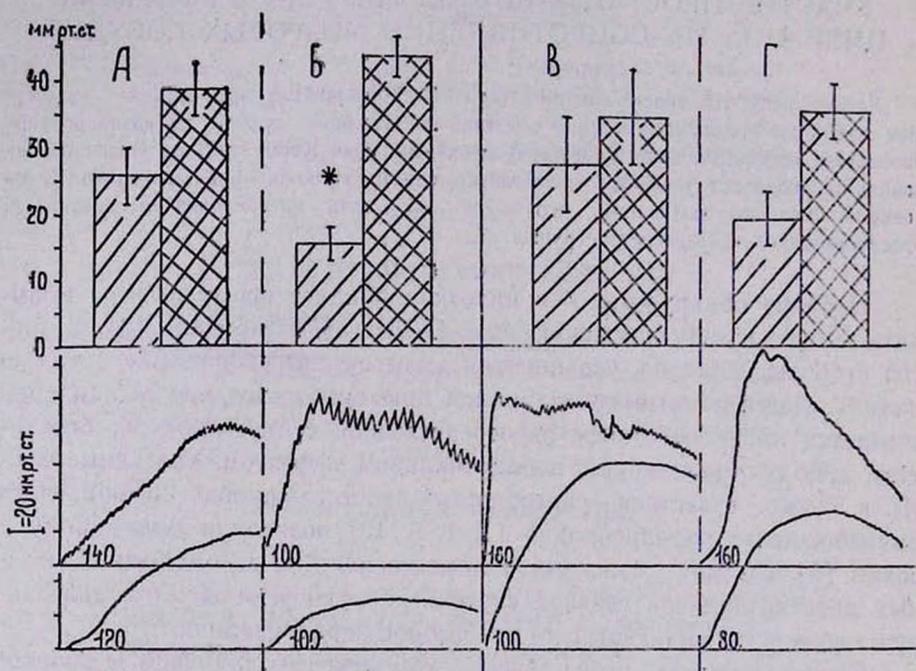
Изменение эффектов цитизина ( $0,1 \text{ мг/кг}$  внутрикаротидно) на цереброваскулярное сопротивление и артериальное давление в условиях внутрикаротидной инфузии простагландинов  $E_1$  и  $E_2$  ( $5 \text{ мкг/мл/мин}$ ). Обозначения: на верхней половине—суммарные данные опытов. ▨ —сопротивление мозговых сосудов, ▩ —артериальное давление. На нижней половине — регистрация одного из опытов. Сверху вниз: артериальное давление, перфузионное давление, А и В — контрольные эффекты цитизина, Б — эффекты цитизина в условиях инфузии простагландина  $E_1$ , Г — эффекты цитизина в условиях инфузии простагландина  $E_2$ . \*— $P < 0,05$ .
